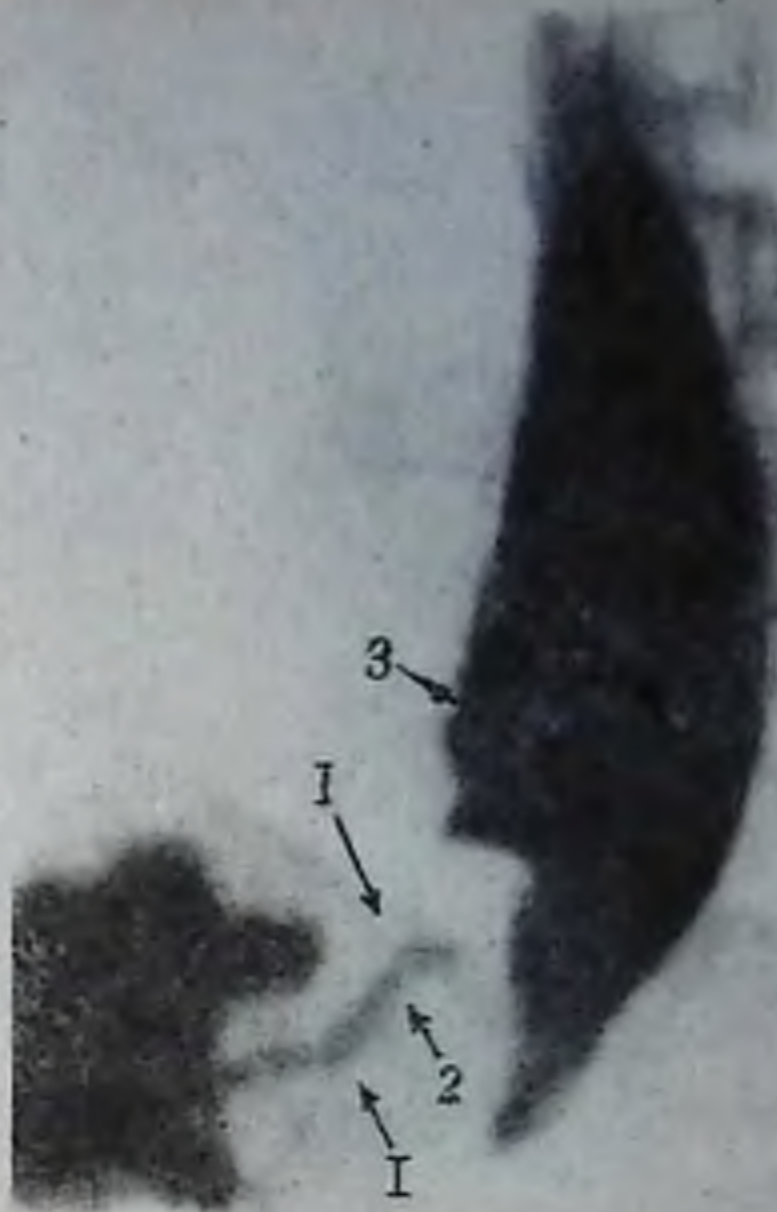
Рентгенограмма пищевода в правой боковой проекции. Эндофитный рак (скирр):
